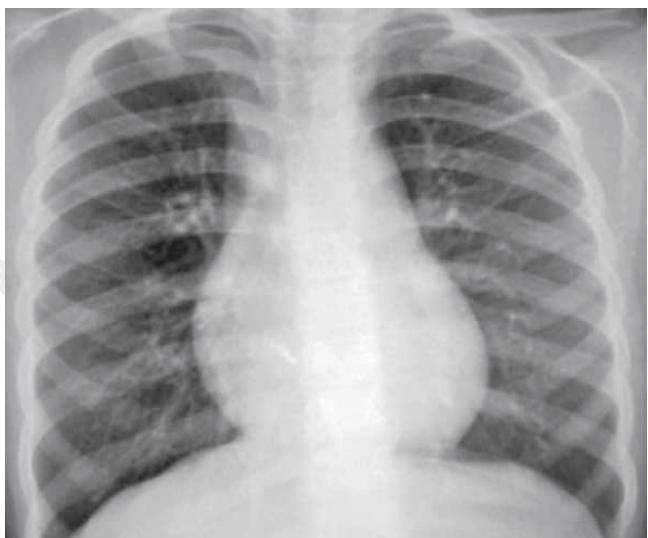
Radiografía tele de tórax.
